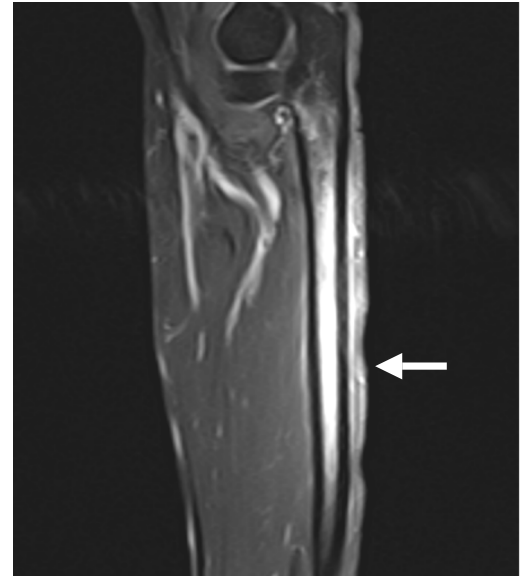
Resonancia magnética en secuencia T2 en corte coronal, se evidencia edema medular como señal hiperintensa al igual que en los tejidos blandos adyacentes (flecha).
